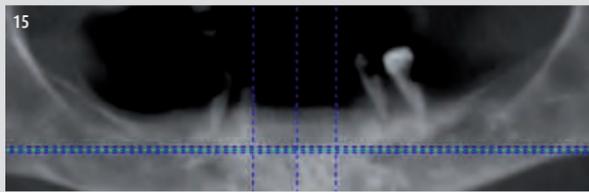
Tc cone beam della pz. prima della chirurgia
